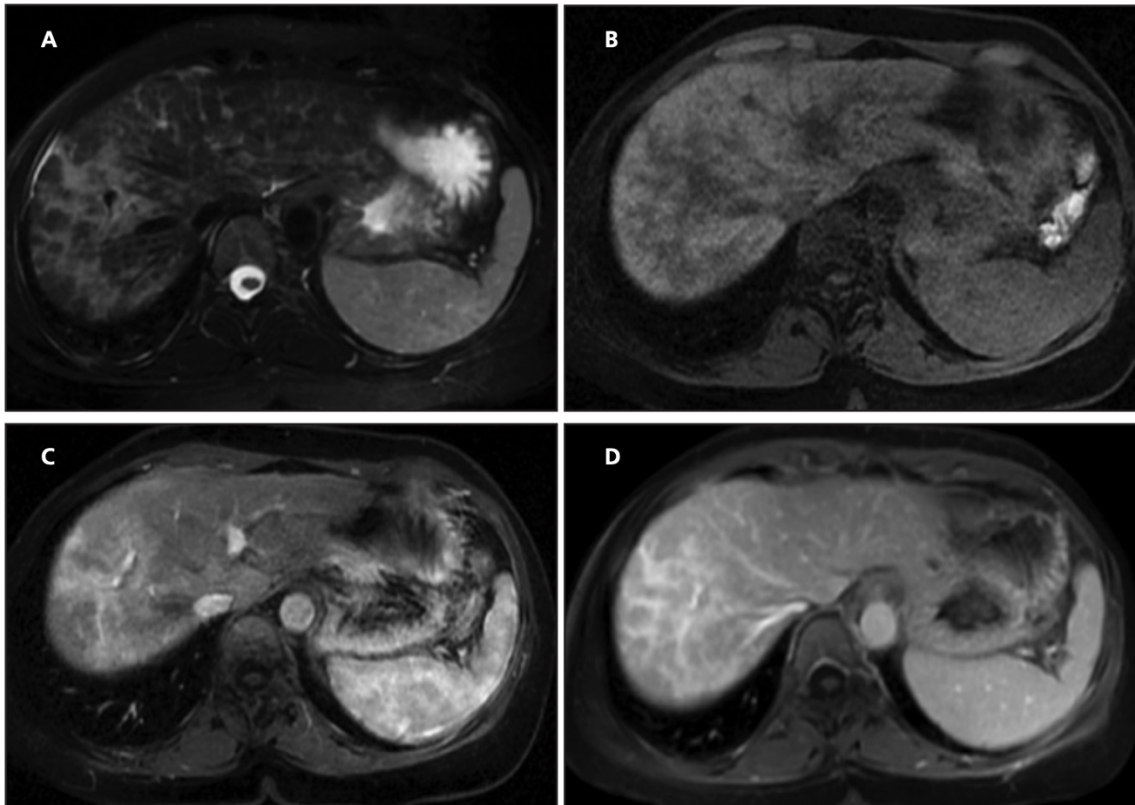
Resonancia Magnética de cirrosis A) T2. T1 GRE saturación grasa b) precontraste, c) arterial, d) venosa tardía. Sin focalizaciones con realce progresivo del hilio a la periferia consistente con fibrosis concéntrica (Sharon Kreuer, Megan Elgethun. Imaging Findings of Cirrhosis)
